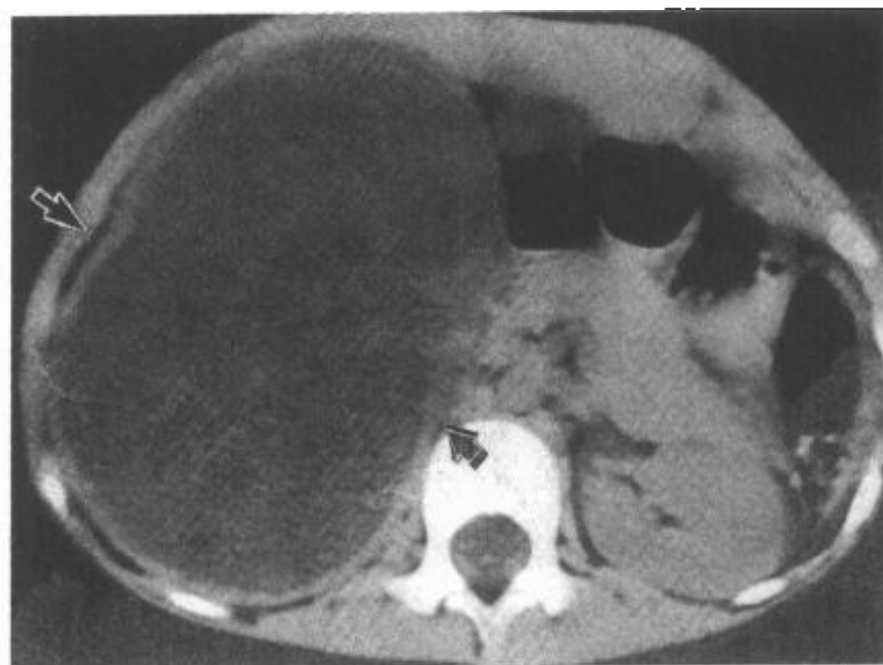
9—8 CT 平扫示右肾巨大间叶细胞肉瘤表现（↑）
